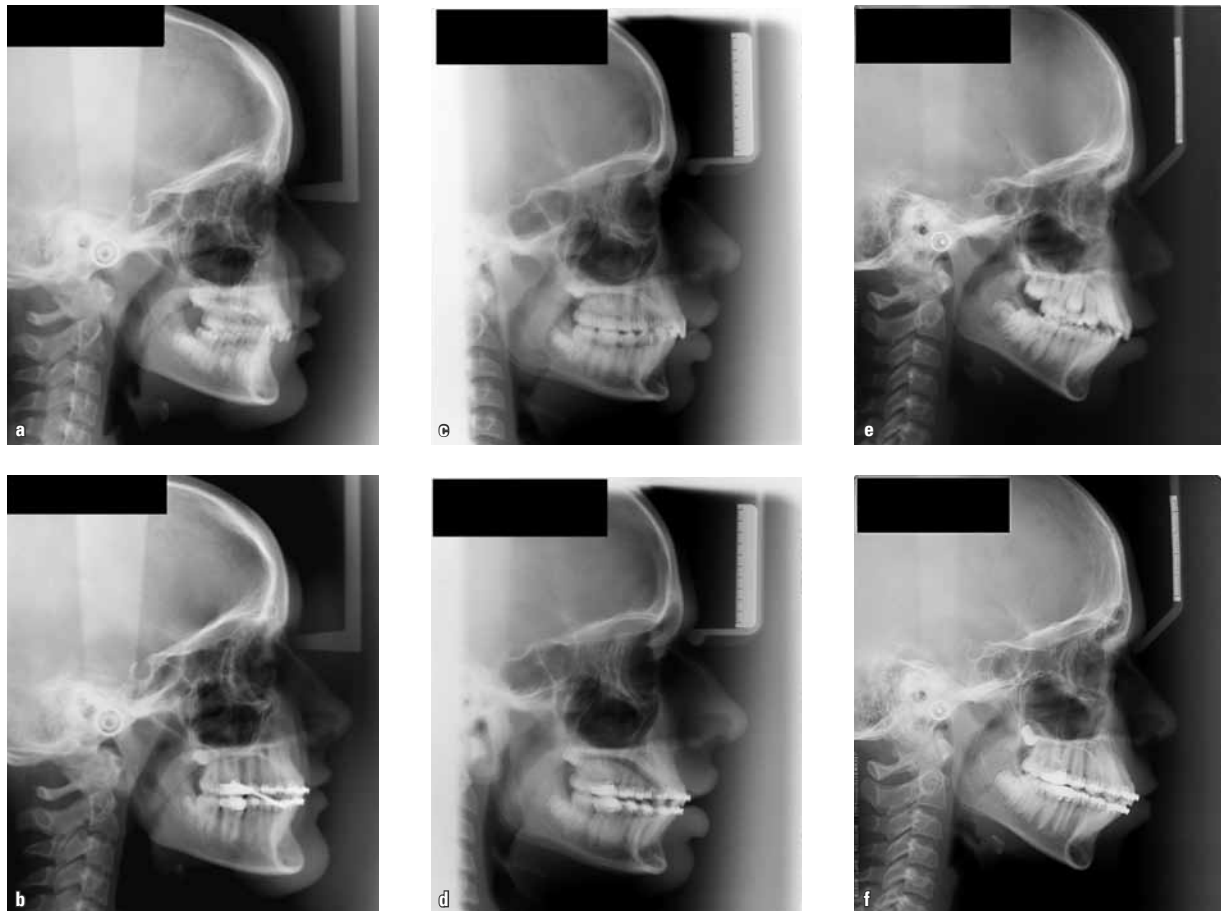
Radiografias laterais de face, iniciais e finais, de diferentes pacientes que fizeram uso de APM, mostrando o que parece ser a inexorável inclinação vestibular dos incisivos inferiores.
